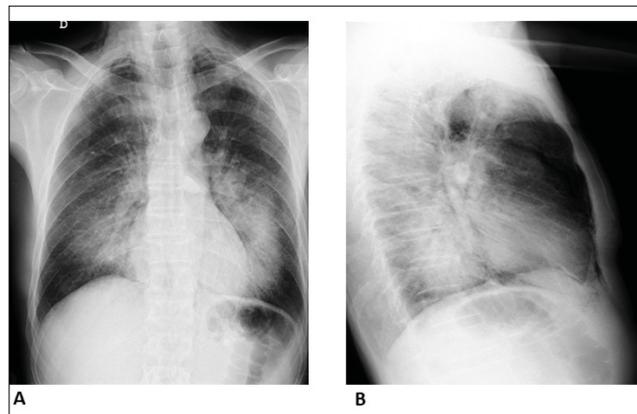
A. Radiografía de tórax postero-anterior evidencia radio-opacidad parahiliar bilateral y presencia de enfisema subcutáneo en región supraclavicular. B. Radiografía de tórax proyección lateral izquierda.
